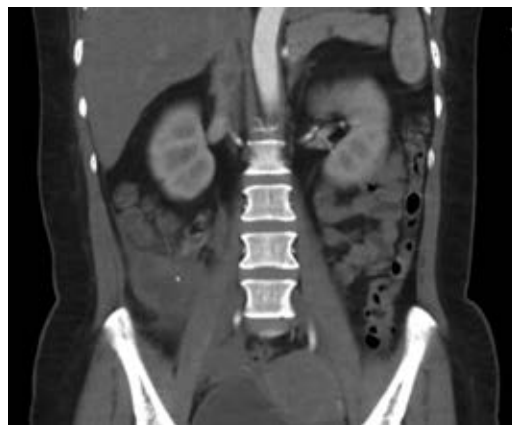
Tomografía simple y contrastada de abdomen, corte coronal. En fosa iliaca derecha se observa imagen circunscrita de densidad cálcica.
